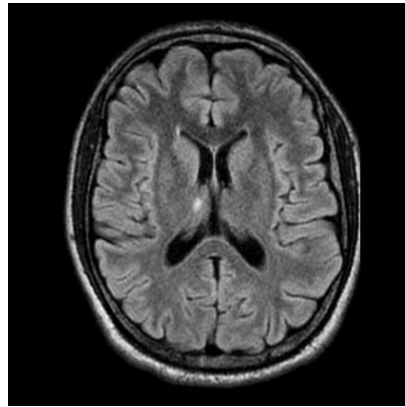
Imagen #1. Resonancia magnética cerebral contrastada inicial del paciente.
